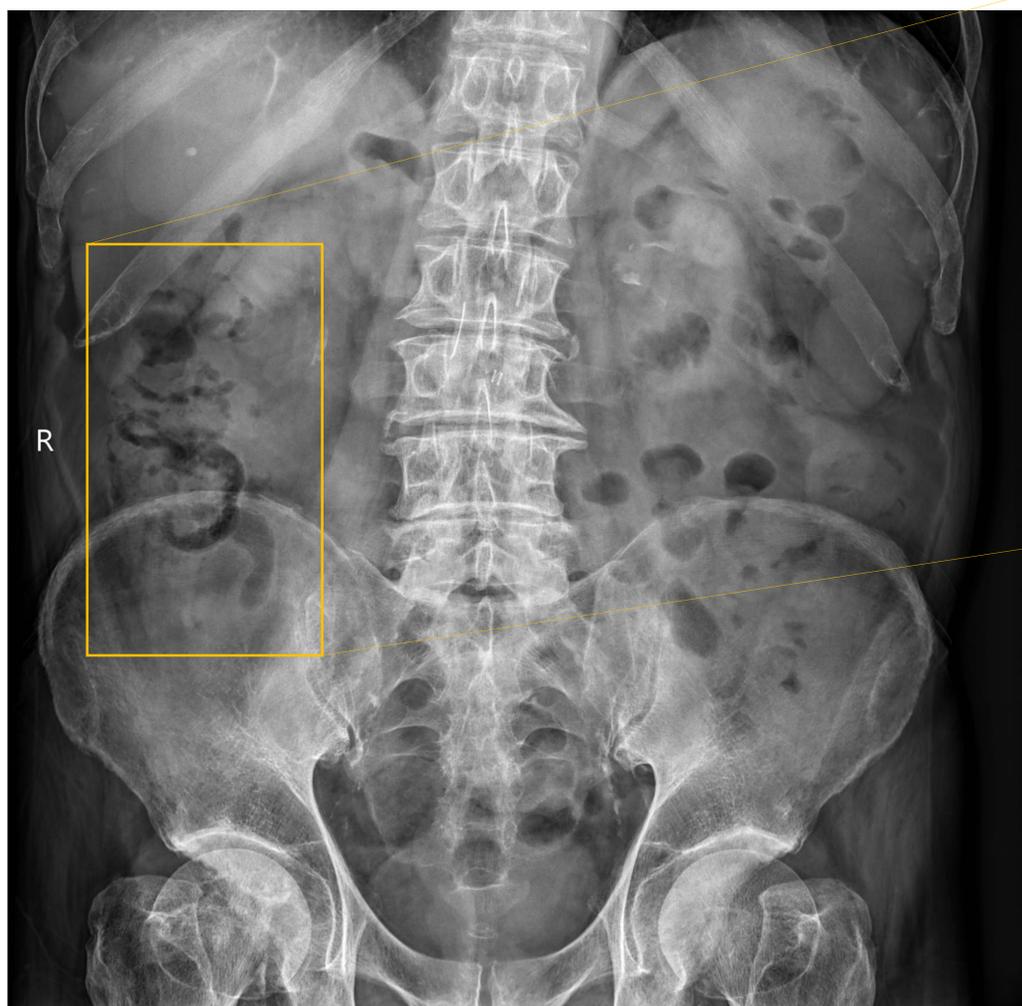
Varón de 67 años. Carcinoma de hipofaringe en tratamiento con Nivolumab. Radiografía simple de abdomen supino que muestra áreas radiolúcidas en el espesor de la pared del colon ascendente como signo de neumatosis intestinal.
